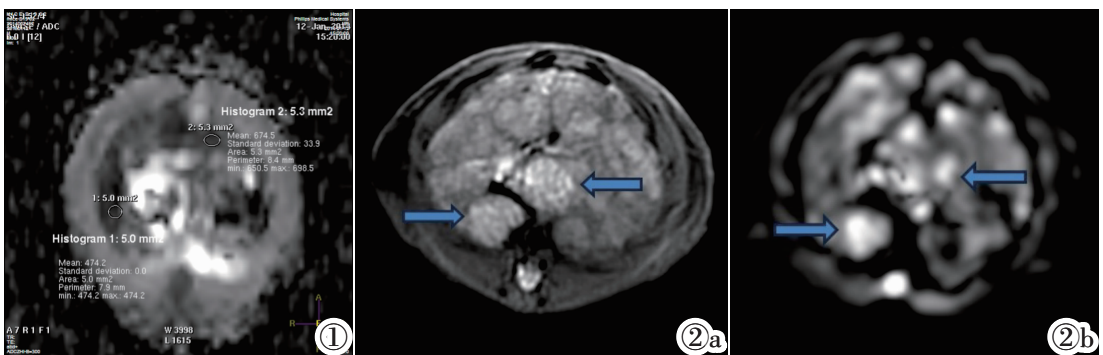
ADC 值及 eADC 值测量方法。图 2a~2b 箭头所指为癌结节。图 2a: T<sub>2</sub>WI, 呈稍高信号, 边界尚清; 图 2b: DWI, 呈高信号或混杂高信号。
